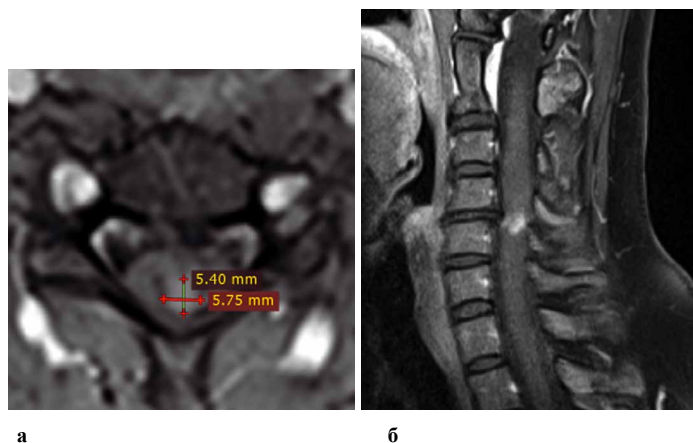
МР-томограммы, сагиттальная плоскость. T2-ВИ (а), STIR (б) – интрамедуллярное патологическое объемное образование на уровне С3-С5 позвонков.
